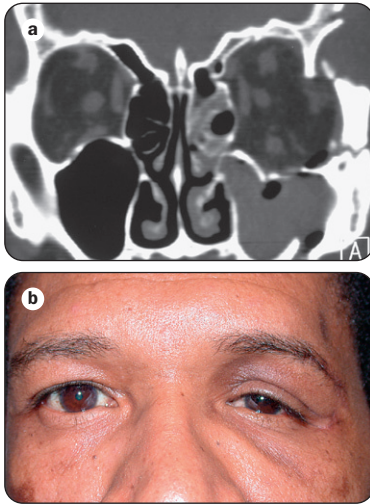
(a) TDM en coupe coronale d'une fracture de la paroi latérale gauche; (b) déformation séquellaire après réparation
